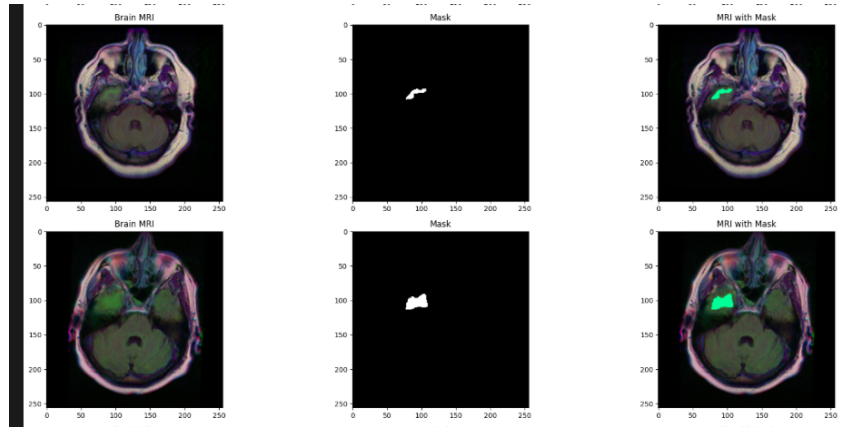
Exemple d'image IRM et son masque segmenté par ResUNet
